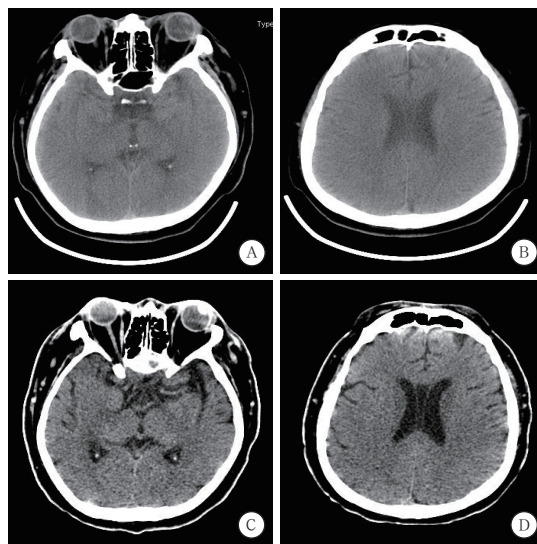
1 例 CPR 后 HIE 患者 2022 年 1 月 3 日(A~B)和 2022 年 1 月 25 日(C~D)头颅 CT
